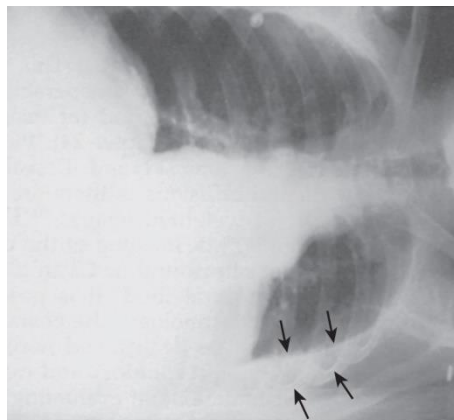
Left lateral decubitus chest radiograph demonstrating the presence of free pleural fluid. The amount of pleural fluid can be semiquantified by measuring the distance between the two arrows. Thoracentesis may be difficult to perform if the fluid distance is less than 1 cm on the lateral decubitus radiograph. This view may also differentiate simple effusions from loculated effusions.
